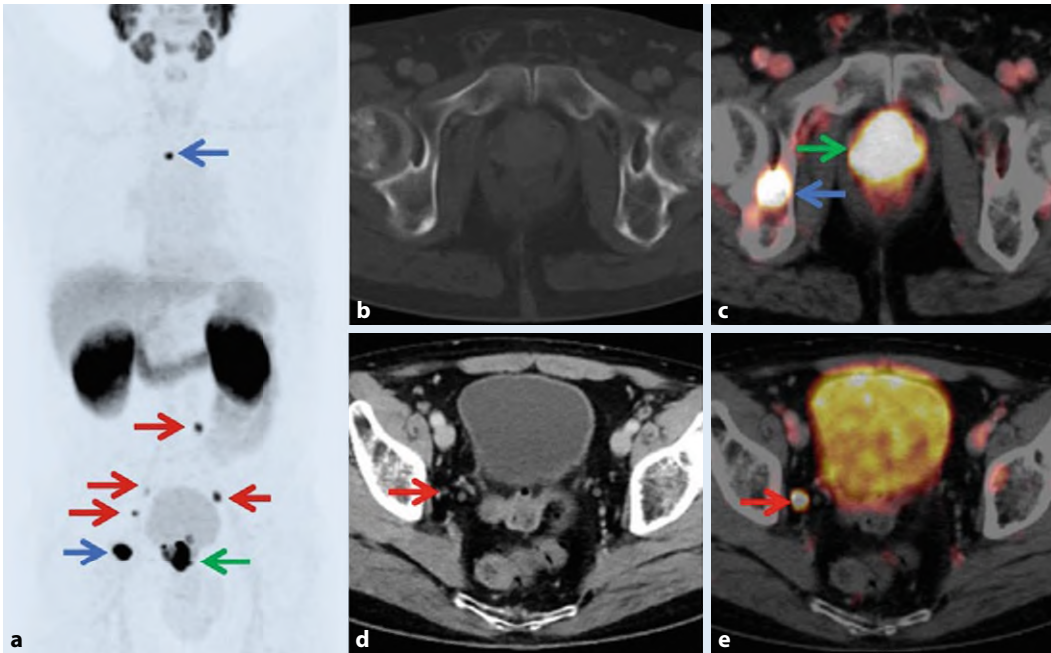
▲ 71-jähriger Patient mit neu diagnostiziertem Hochrisikoprostatakarzinom (Gleason-Score 8, ct3b, iPSA34,9 ng/ml) und unauffälliger konventioneller Bildgebung. Im PSMA-PET/CT zeigt sich ein intensiver PSMA-Liganden-Uptake der Prostata (grüne Pfeile). Zusätzlich findet sich ein erhöhter Uptake auch in mehreren Beckenlymphknoten als Hinweis auf Lymphknotenmetastasen, welche CT-morphologisch nicht vergrößert sind (rote Pfeile). Ein erhöhter Uptake findet sich auch im Acetabulum rechts sowie BWK4 (blaue Pfeile) – ebenfalls ohne Veränderungen in der morphologischen Bildgebung – passend zu Knochenmetastasen. a Maximum intensity projection“ (MIP) der ^{68}Ga -PSMA PET; b transversaler CT-Schnitt des Beckens im Knochenfenster; c PET/CT Fusionsbild des gleichen Schnittes aus b; d transversaler CT-Schnitt des Beckens im Weichteilfenster; e PET/CT Fusionsbild des gleichen Schnittes aus d
